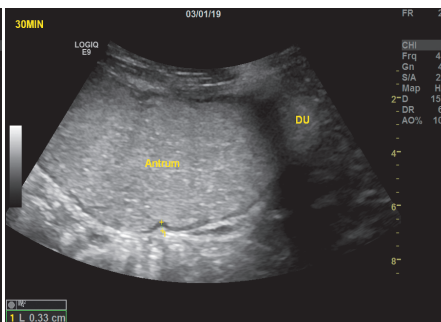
FD组胃窦部收缩波超声测量图像(Antrum:胃窦;DU:十二指肠球部)
